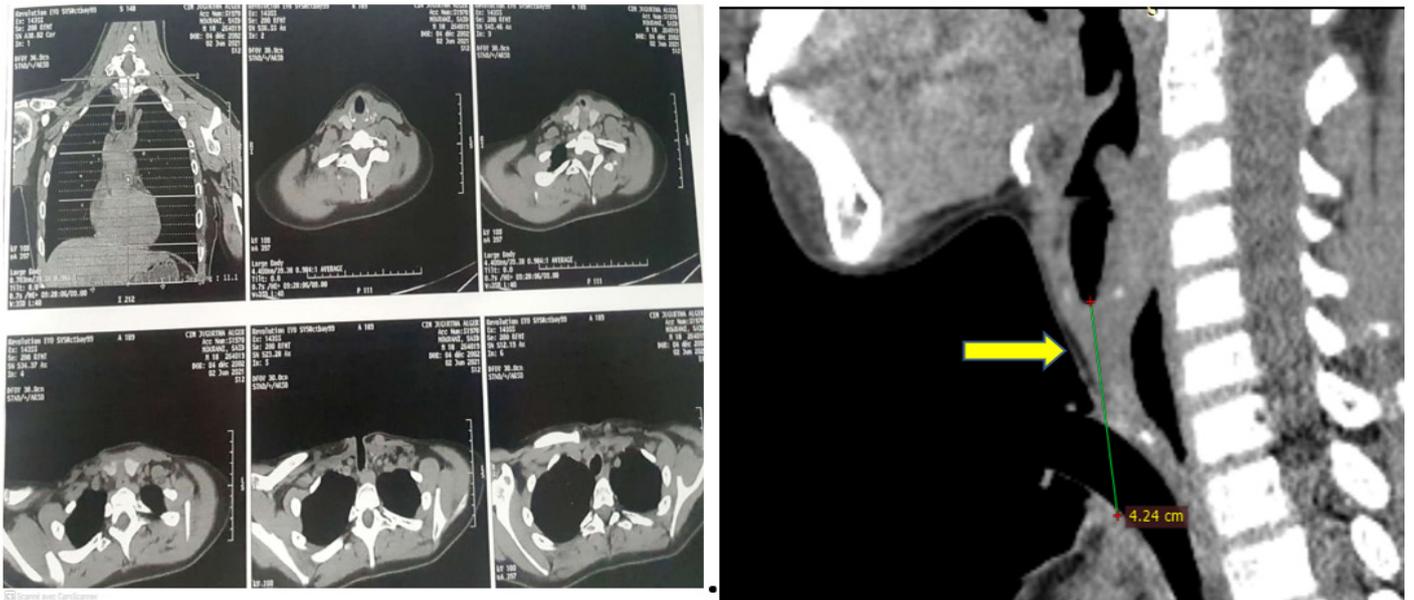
TDM en coupe axiale et sagittale : Occlusion totale de la partie initiale de la trachée à partir de 19 mm du bord inférieur des cordes vocales étendu sur 16,5 mm, Trachée en aval de calibre normal.
